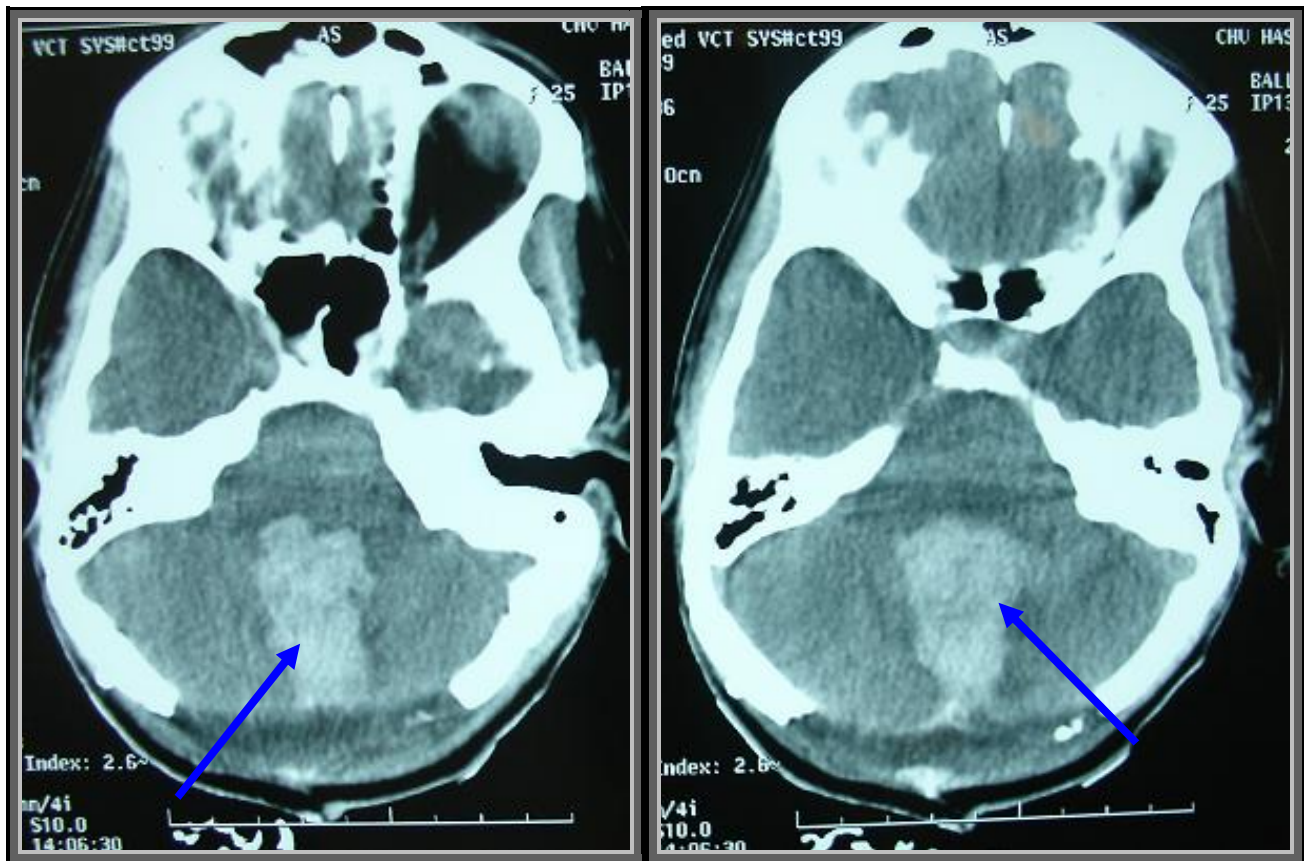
TDM cérébrale de contrôle en coupes axiales sans injection de produit de contraste montrant une hyperdensité spontanée siégeant au niveau du plancher du V4 en regard de la craniectomie occipitale, traduisant la présence d'un hématome du foyer opératoire.
